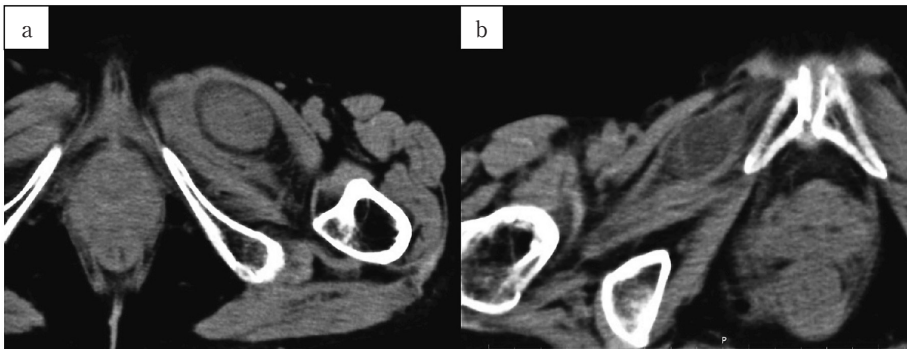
The non-enhanced CT image for comparing the CT value of the incarcerated bowel content in the resected vs. non-resected group. a: A resection case with the highest CT value (33 HU). b: A non-resection case with the lowest CT value (2.6 HU).
